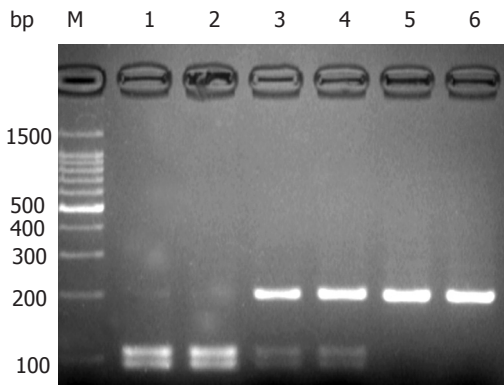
C-509T PCR扩增产物 $Bsu36$ I 酶切电泳结果. M: 100 bp DNA ladder; 1, 2: CC纯合子; 3, 4: CT杂合子; 5, 6: TT纯合子.
